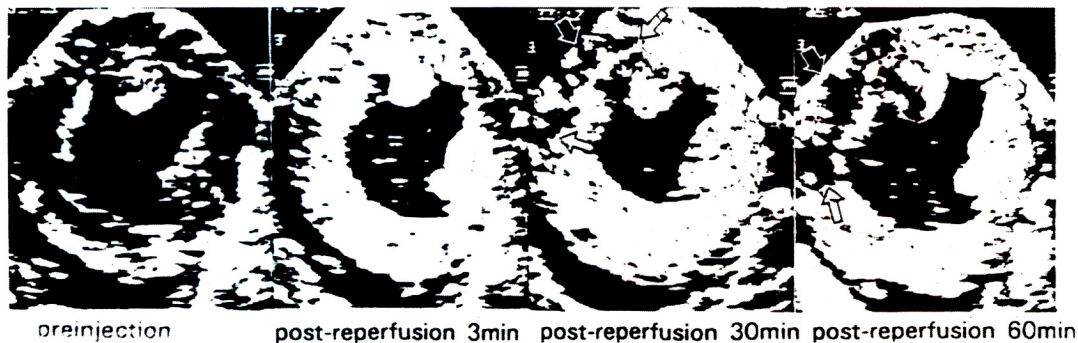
Two-dimensional echocardiographic short axis views of the high papillary muscle level before and after injection of contrast agent after reperfusion. The echocontrast defect area(9 to 12 o'clock) was delineated after 30 minutes reperfusion(arrow).
